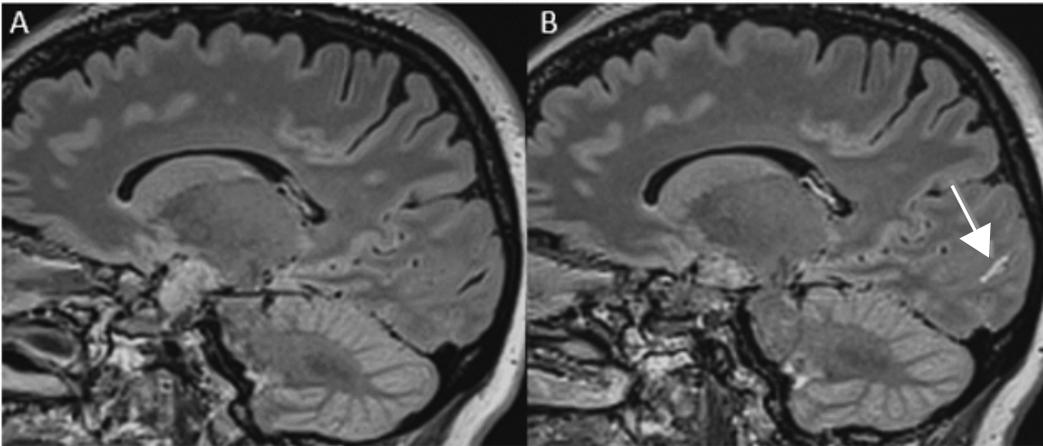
A) FLAIR sagital. B) FLAIR posgadolinio; la flecha anaranjada marca un refuerzo focal a nivel occipital, sugestivo de un folículo ectópico leptomeníngeo (cortesía del Dr. Àlex Rovira).
